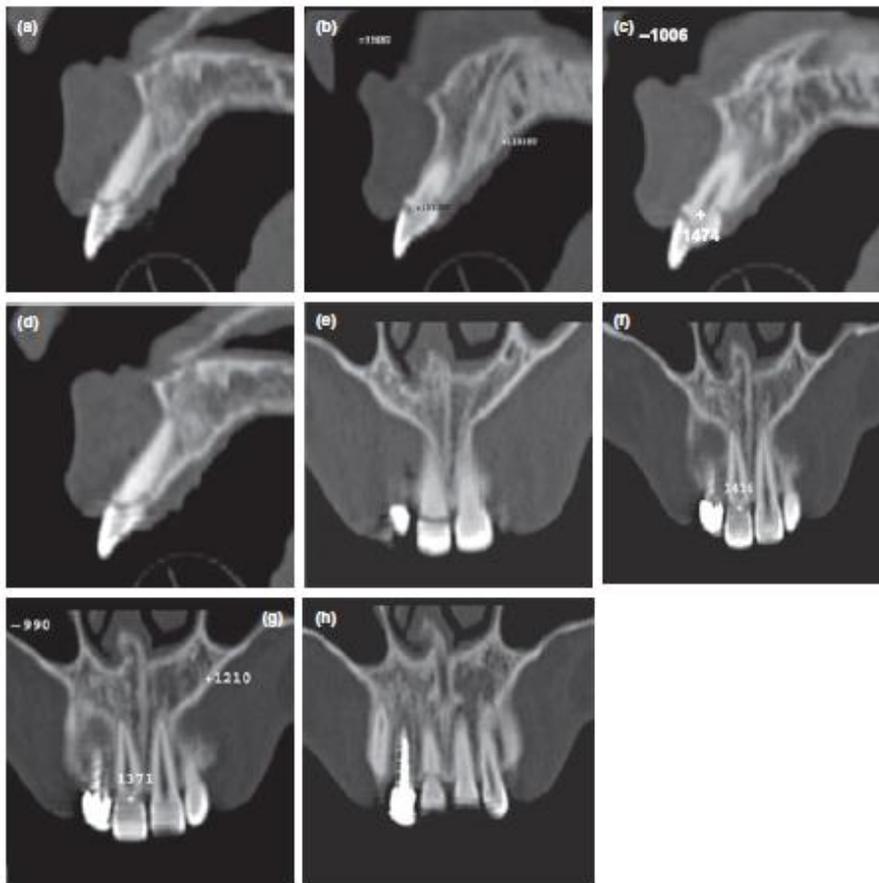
TC Diente 11 (57)
